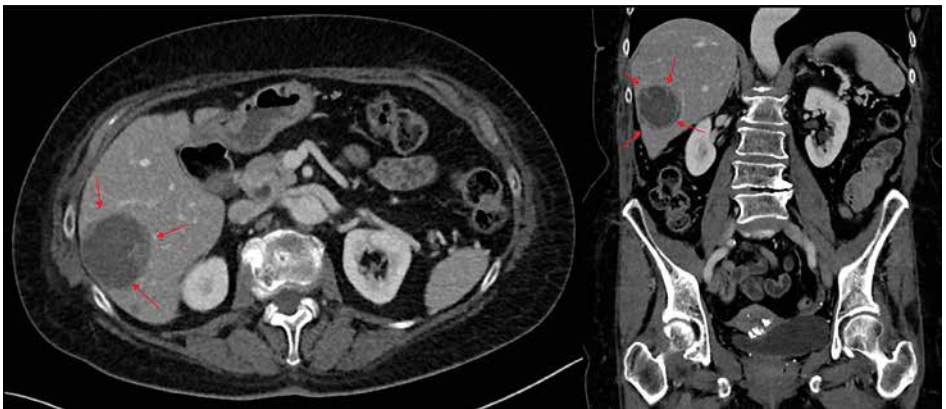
Kontrastmittelunterstützte CT-Untersuchung mit Darstellung einer Leberläsion im rechten Leberlappen. Die roten Pfeile markieren die Position der Läsion. Das Kontrastmittel hebt die Läsion hervor, wodurch sie sich deutlich vom umgebenden gesunden Gewebe abgrenzt, und ermöglicht eine präzise Beurteilung ihrer Größe und Beschaffenheit.
